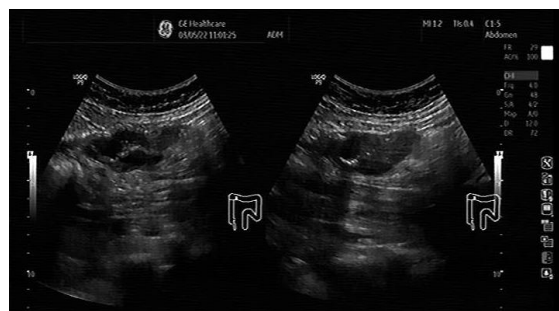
Ecografie abdominală: în flancul drept se descoperă o formațiune solidă în cocardă de 55/33 mm pe aria de proiecție colonului drept
